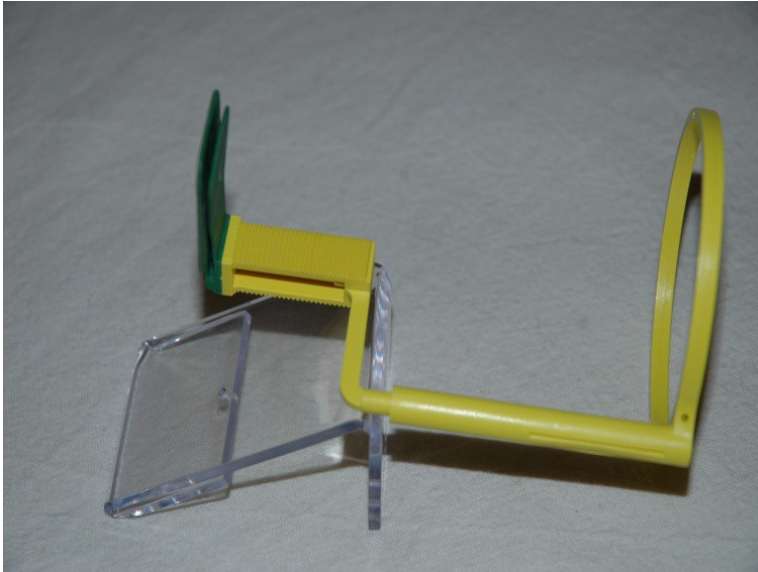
Posicionador de películas radiográficas Hawe X-ray Film Holder.
